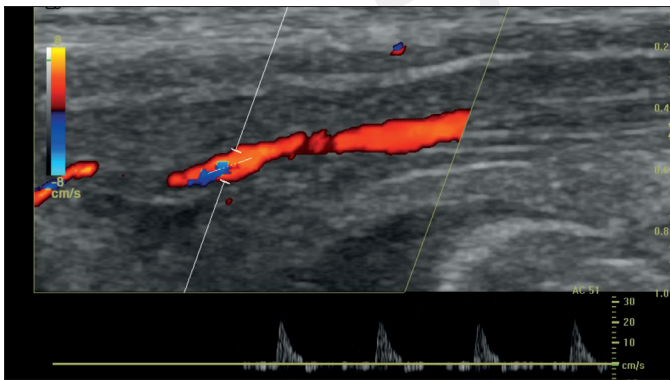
Normale farbcodierte Duplex-Sonographie ohne SKAT. Es zeigen sich niedrige systolische Geschwindigkeiten. Der Gefäßdurchmesser der cavernösen zentralen Arterie liegt zwischen 0,2 mm und 1,0 mm im flakziden Zustand. Die systolische Spitzengeschwindigkeit (PSV) ist innerhalb der Penislänge nicht immer gleich und erreicht höhere Werte, je proximaler gemessen wird. Im flakziden Zustand beträgt die PSV normalerweise zwischen 5 cm/s bis 15 cm/s. Diese Ausgangsbestimmung ist hilfreich im direkten Vergleich zu Messungen nach SKAT. Darüber hinaus sind die Pulsatilität, der arterielle Durchmesser sowie auch der Resistive Index zu bestimmen.
